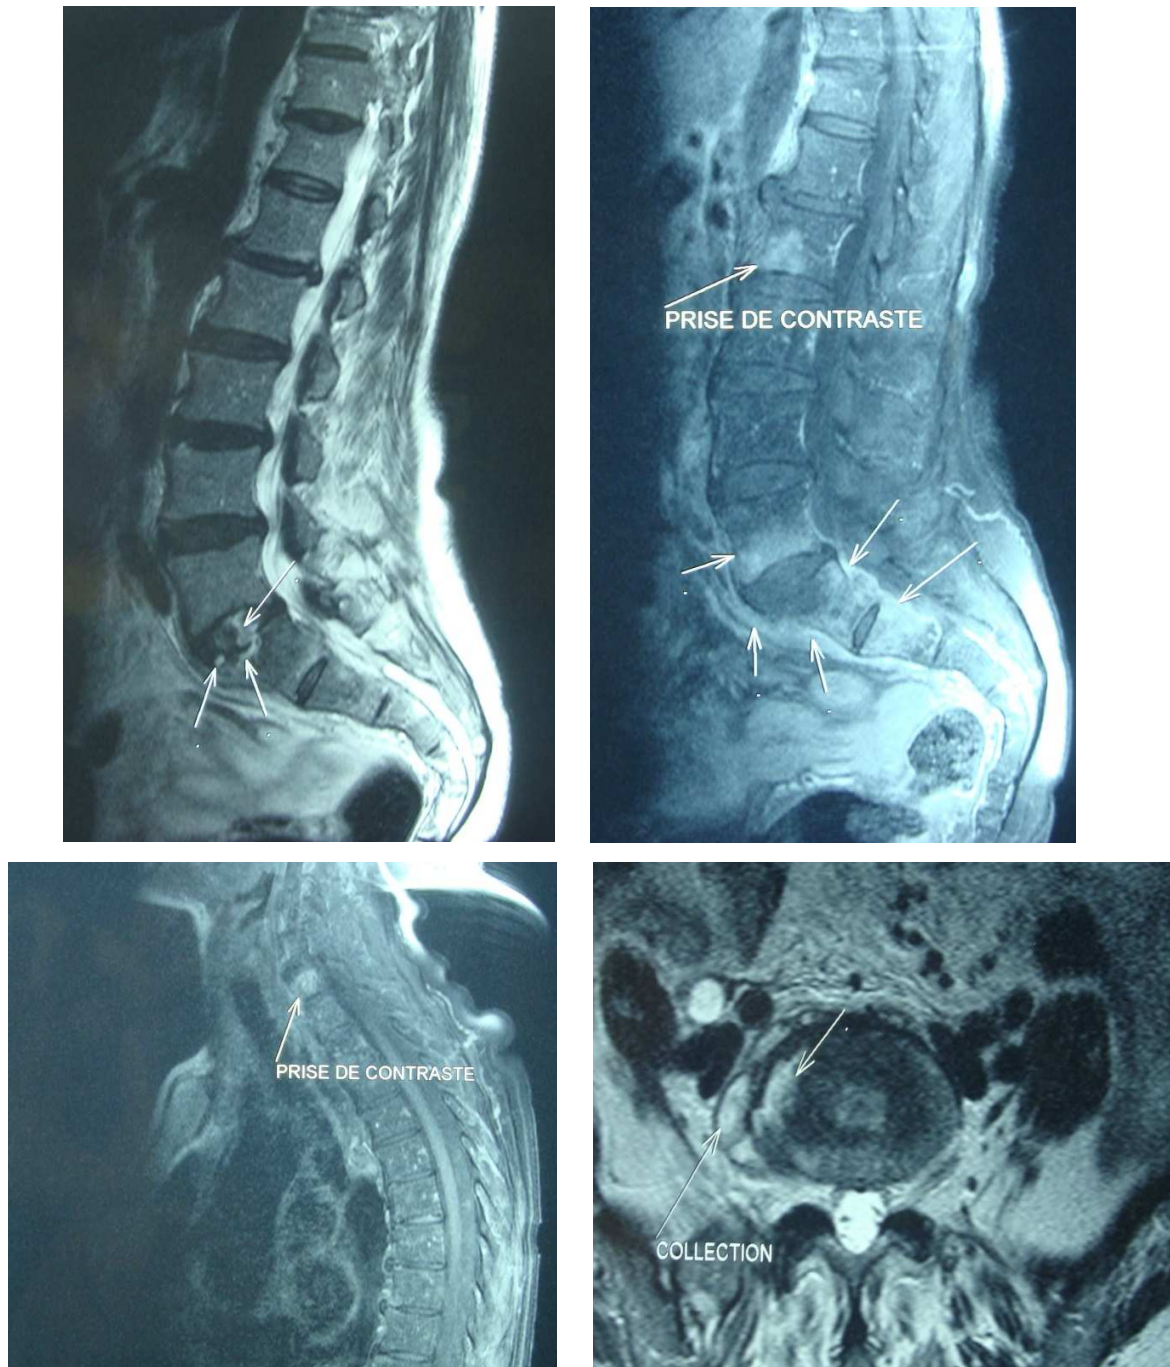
IRM du rachis en coupe sagittales et axiale montrant la présence de plusieurs lésions des corps vertébraux L2 L5 S1 S2 et C6 en hyposignal T1 avec prise de contraste hétérogène, collection des parties molles en hypersignal T2
